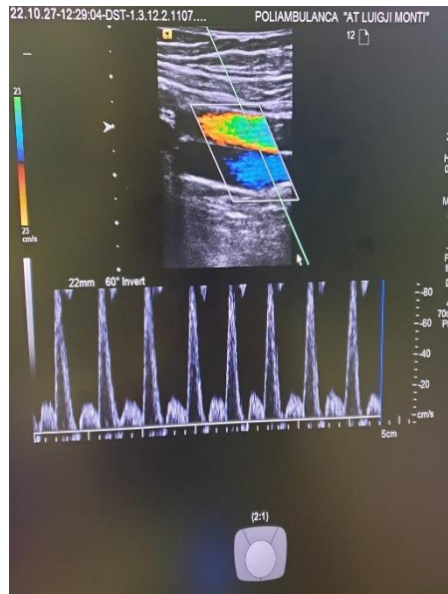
A.femorale superficiale pozicionimi i sondës, imazhi në collar doppler.
